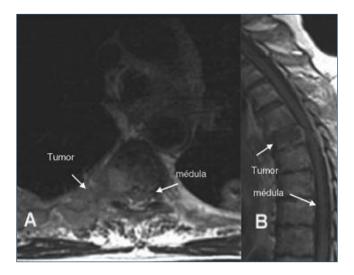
Resonancia magnética nuclear en paciente con neoplasia de pulmón de célula no pequeña. A. Imagen axial potenciada en T1: afección metastásica de T4 con masa de partes blandas que se introduce a través del orificio de conjunción T4-T5 y se extiende al espacio epidural anterolateral derecho. La masa desplaza la médula hacia la izquierda y rectifica su contorno anterolateral. B. Corte sagital: imagen potenciada en T1 que pone de relieve una infiltración metastásica de la vértebra T5 con masa de partes blandas que invade el espacio epidural anterior y rectifica el contorno medular.
